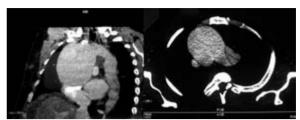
TC. A. En corte sagital se observa dilatación de la aorta ascendente, en su máximo diámetro, y descendente. B. En corte transversal se observa flap de disección y dilatación de aorta ascendente.
